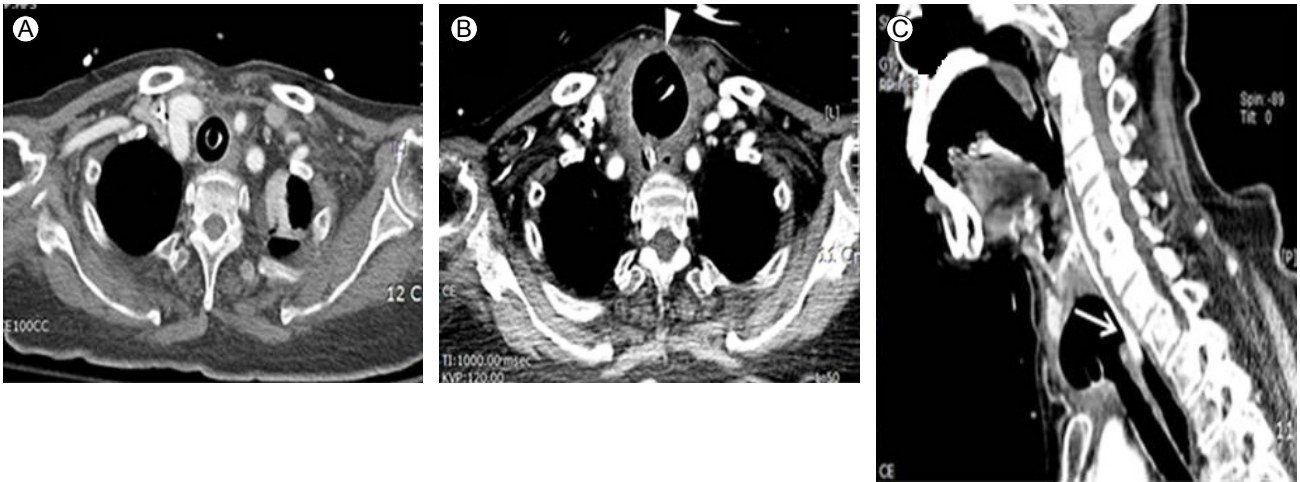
(A) On an enhanced CT image, the tracheostomy tube was well located within the trachea with no abnormal finding in December 2012. However, chest enhanced CT images (B) obtained 5 months later showed marked circumferential wall thickening of the trachea with tiny ulceration (arrowhead), peritracheal fat infiltration, and a markedly increased diameter of the tracheal lumen in April 2013. In a sagittal reformatted image (C), the tracheoesophageal fistula (arrow) was also noted in April 2013.
